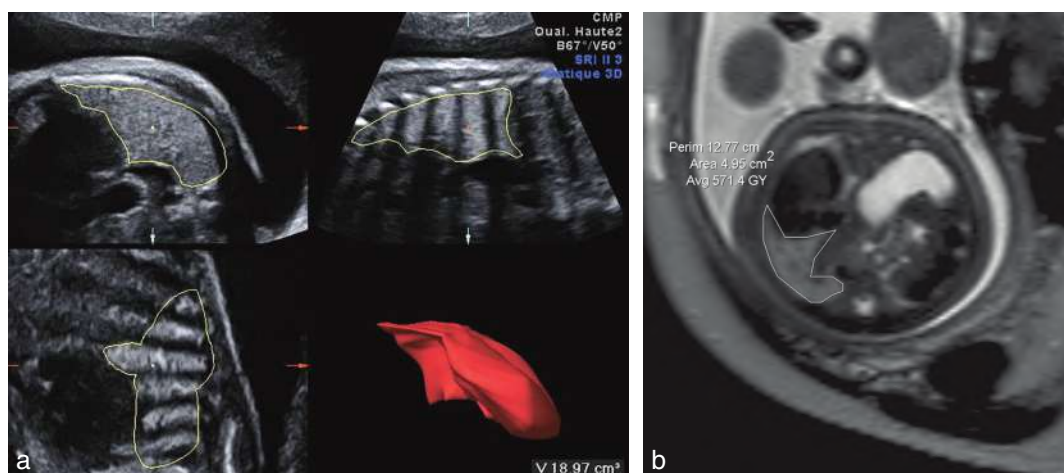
Hernie de coupole diaphragmatique – évaluation du volume pulmonaire. a. L'acquisition volumique permet d'évaluer directement un volume pulmonaire. b. Évaluation du volume pulmonaire par IRM.
